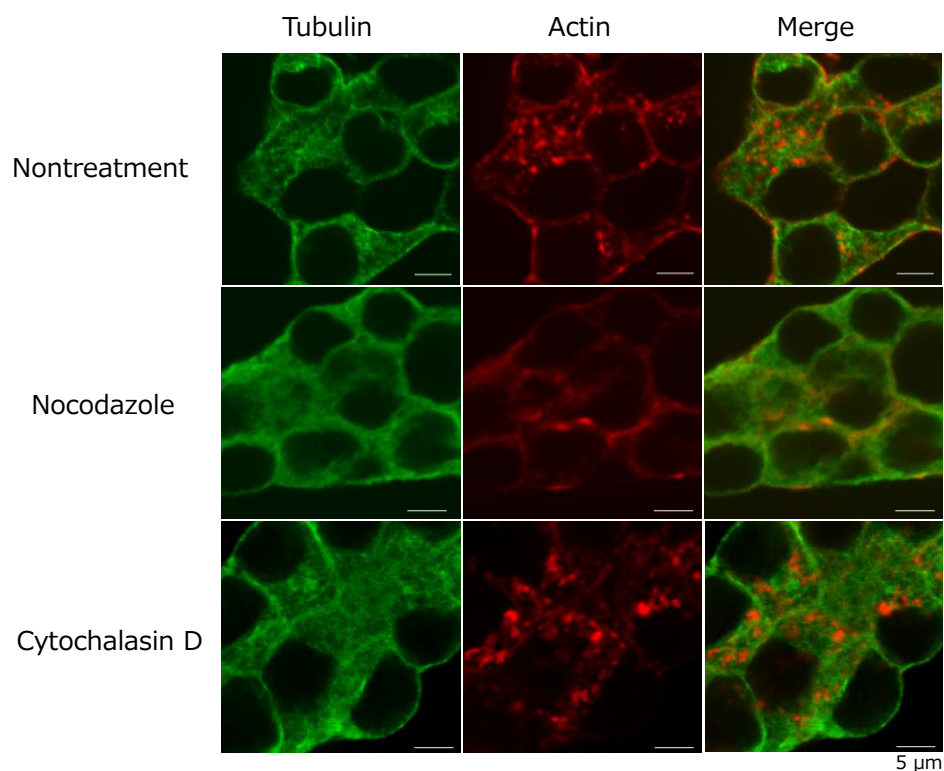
細胞骨格阻害薬（ノコダゾール、サイトカラシンD）処理による α TC6細胞の細胞内骨格タンパク質の構造変化。ノコダゾール処理により微小管チューブリンが細胞内に拡散し、サイトカラシンD処理によりアクチンフィラメント構造が消失している様子が観察された。
